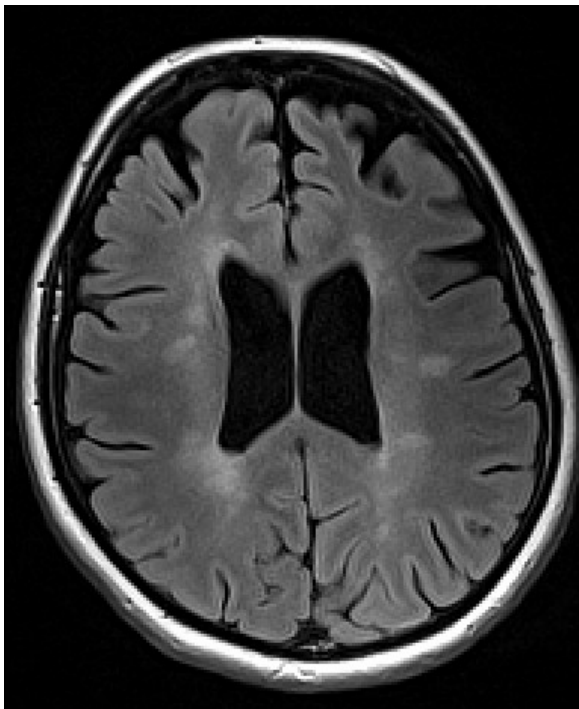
Abbildung I, MRT in Transversalebene.
